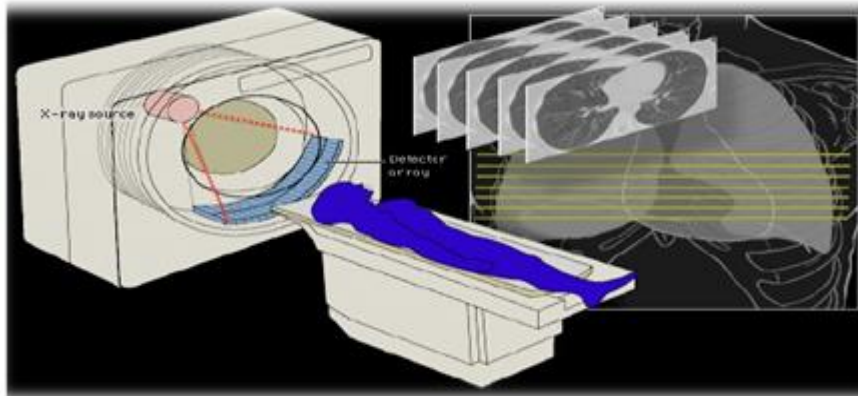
principe du TDM
